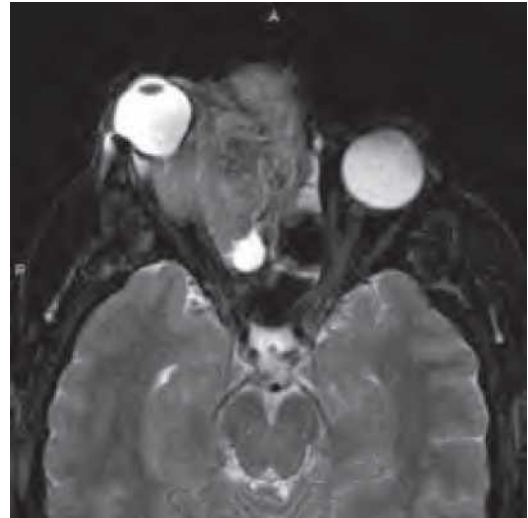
Scanare RMN axială ponderată T2 la un pacient cu carcinom nazosinal nediferențiat al sinusului etmoid drept. Această tumoră se extinde în orbită cu proptoză marcată.
